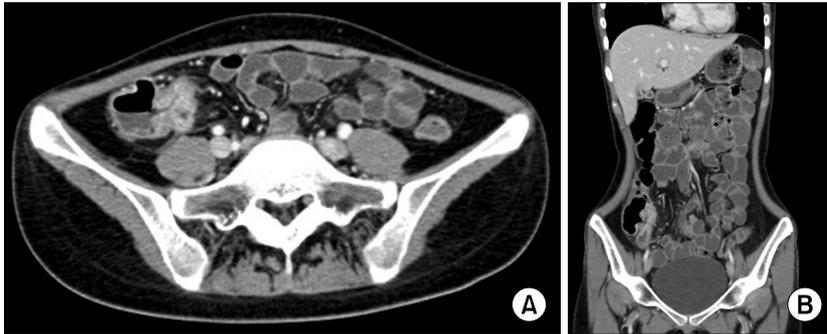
Abdomino-pelvic CT scan. Segmental wall enhancement with perienteric fat infiltration is noted in the terminal ileum and ileocecal valve.
